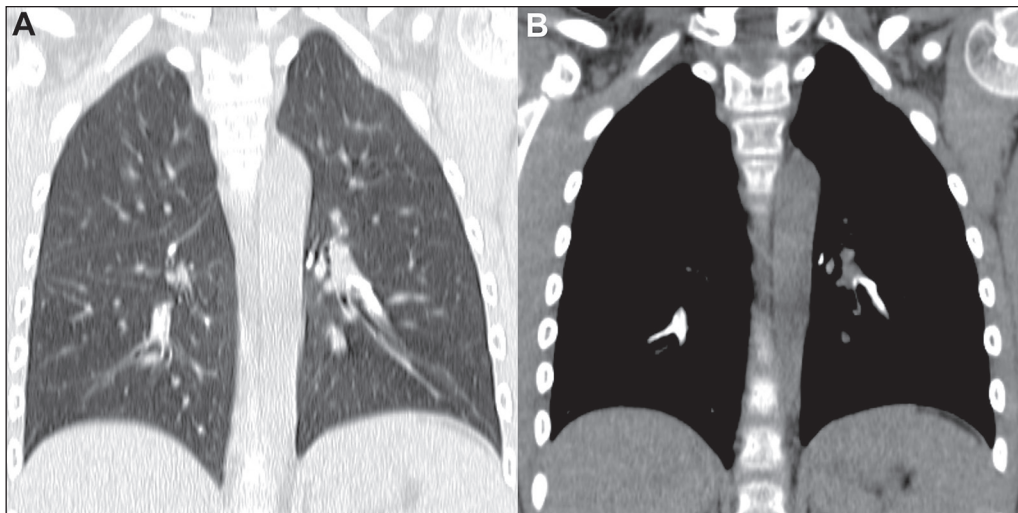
Metástases vasculares. Menino, sete anos, com osteossarcoma primário no fêmur. TC com cortes coronais com janelas para pulmão (A) e mediastino (B) demonstram metástases pulmonares intravasculares calcificadas nos ramos descendentes das artérias pulmonares, bilateralmente, confirmadas por biópsia.
